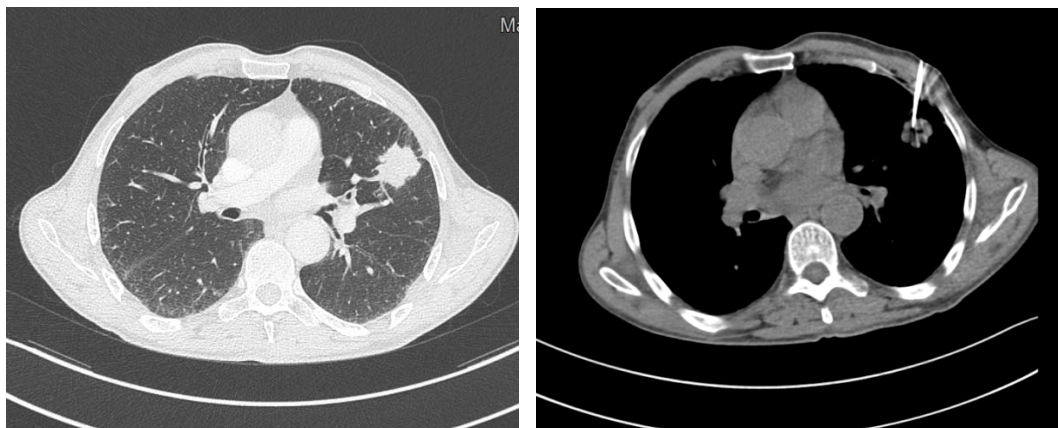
TDM thoracique :Biopsie du nodule lingulaire inférieur
